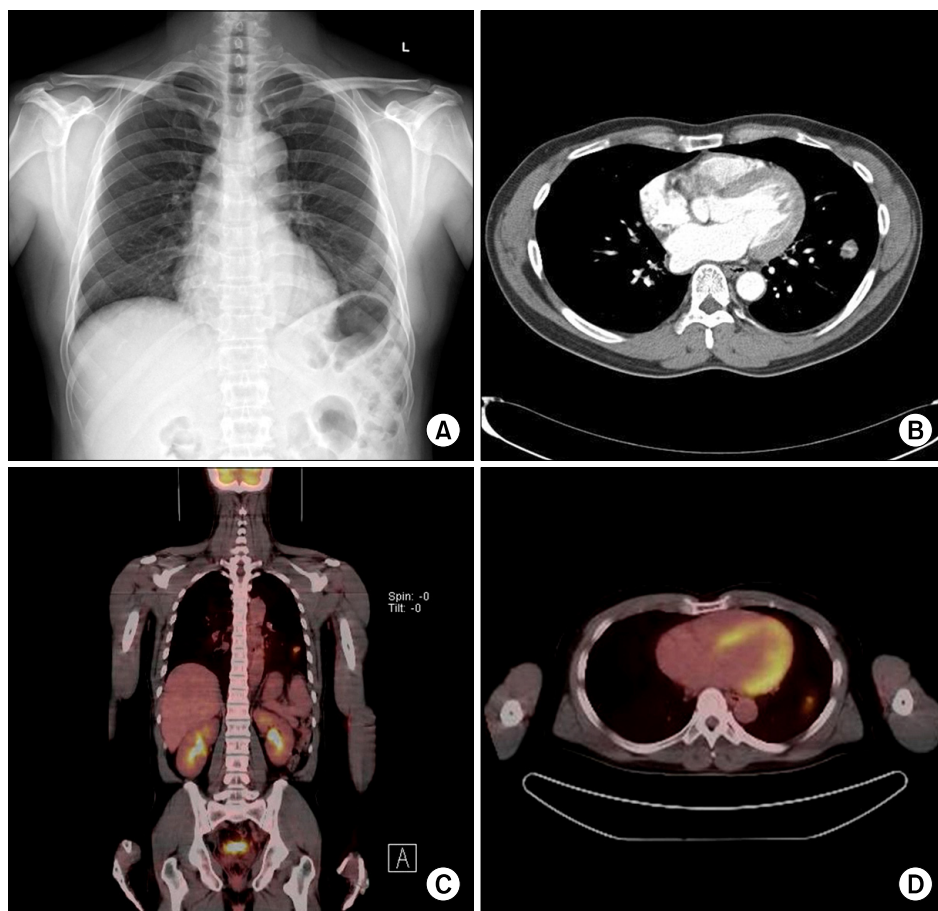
(A) Chest radiograph shows nodular lesion on the left lower lung field. (B) Chest CT scan shows a 2 cm sized nodule in the anterior basal segment of the left lower lobe. (C, D) F-18 FDG PET-CT scan shows hypermetabolic nodule in the left lower lobe (SUV_{max} , 6.1). CT: computed tomography; FDG: fluorodeoxyglucose; PET-CT: positron emission tomography-CT.
